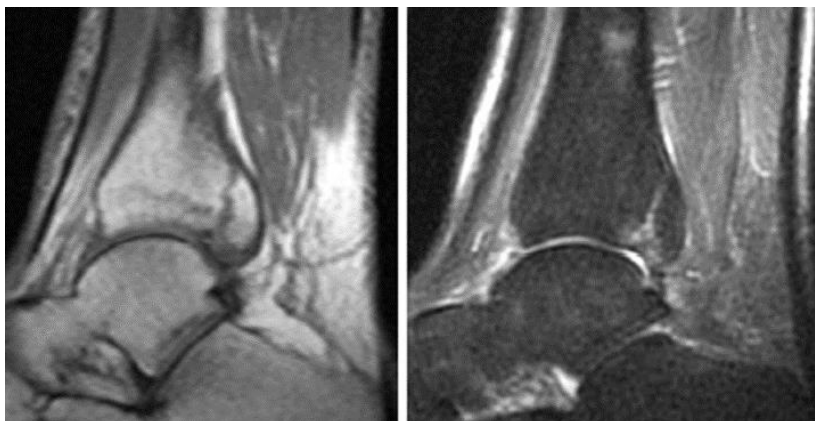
RM corte saxital do nocello dereito
